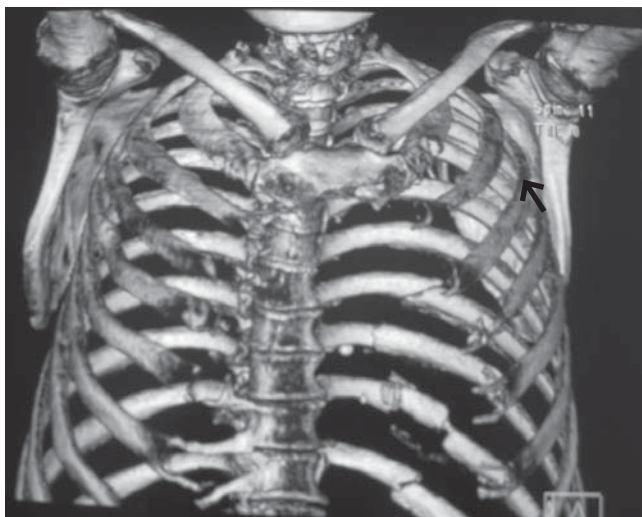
Tomografía con múltiples fracturas costales y luxación esternocostoclavicular bilateral.
